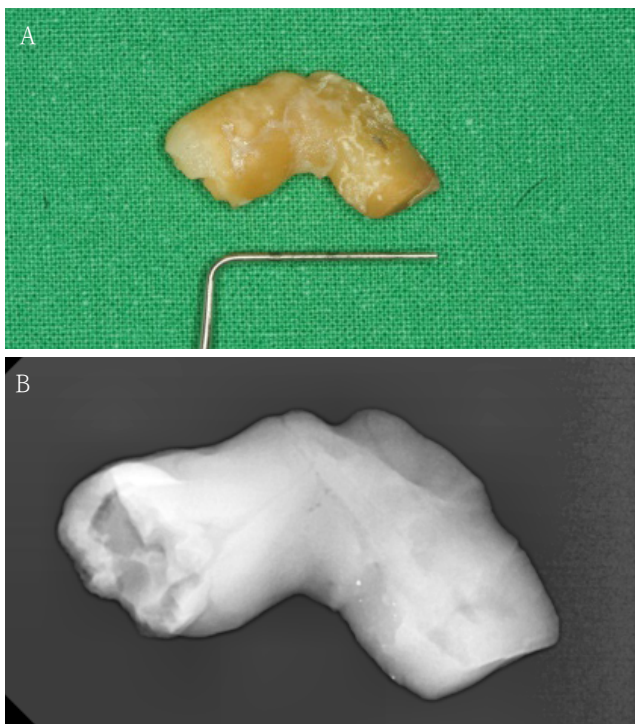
A. Clinical photograph of the tooth taken after extraction. It can be seen that the two teeth are attached to each other at the root. B. Periapical radiograph of the tooth taken after extraction (EzSensor; VEX-S300C, Vatech, Korea). Inside of the root is more radiopaque than the outside. The low radiopaque parts of the outside of the two teeth are attached to each other.
